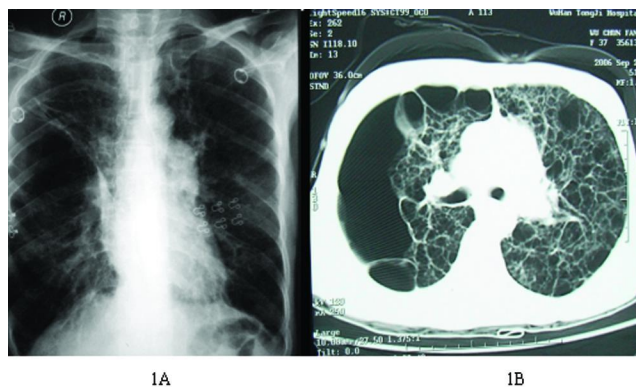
1B: 术前胸片及 CT 提示双肺弥漫性气肿肺大泡形成
